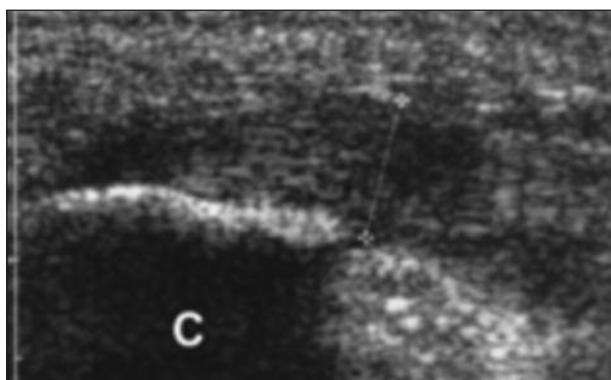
Ecografía de fascitis plantar crónica.
